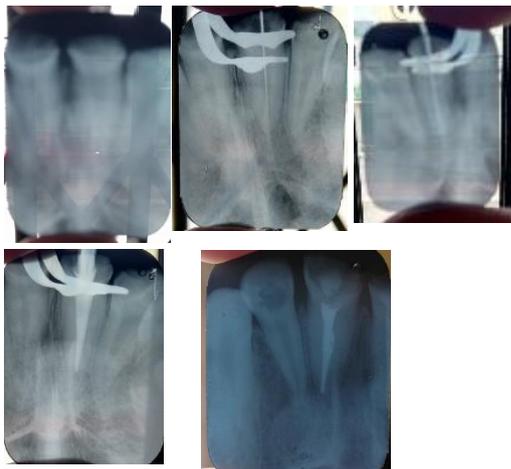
Radiografía del caso
